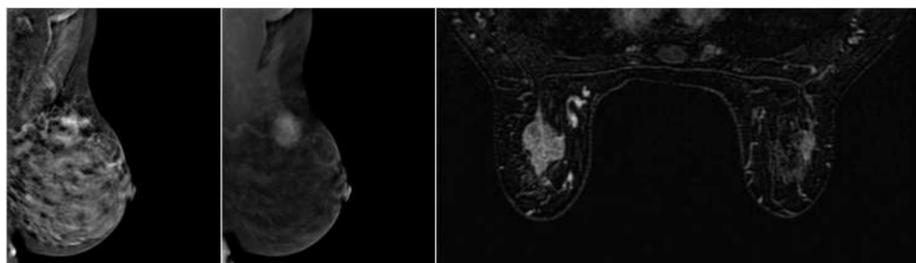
Imagem oblíqua mediano-lateral da MMG e MMC e RM. Observamos nódulo oval obscurecido na MMG, porém nítido na MMC e na RM. Nestes últimos, o realce das áreas com contraste e a subtração do tecido vizinho destacam a lesão.
